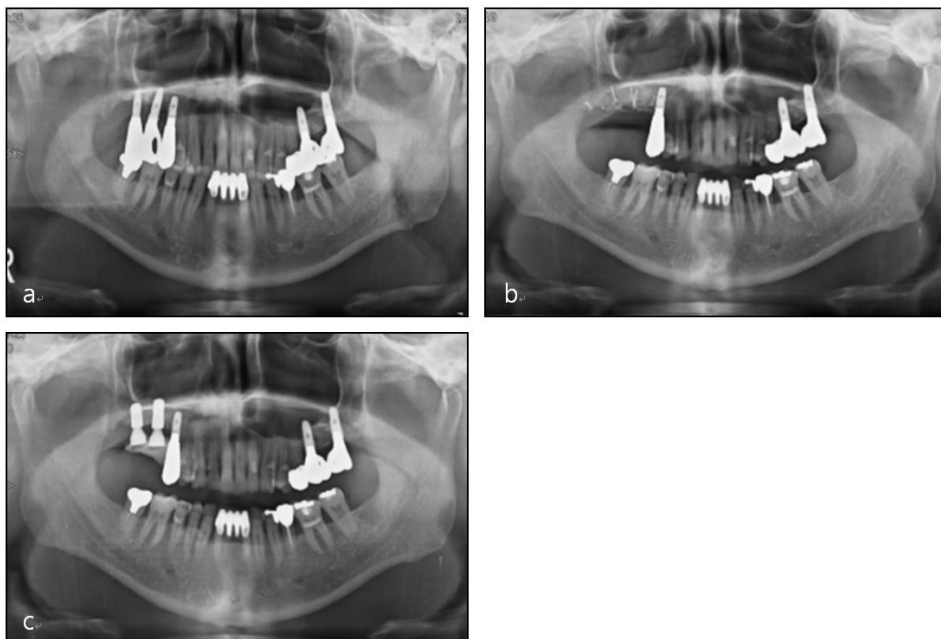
Serial panoramic radiographs of Case 2. (a) At Initial examination. (b) After fixture removal of #17i, 16i and ridge augmentation. (c) After reinstallation of implants of #16i, 17i.
